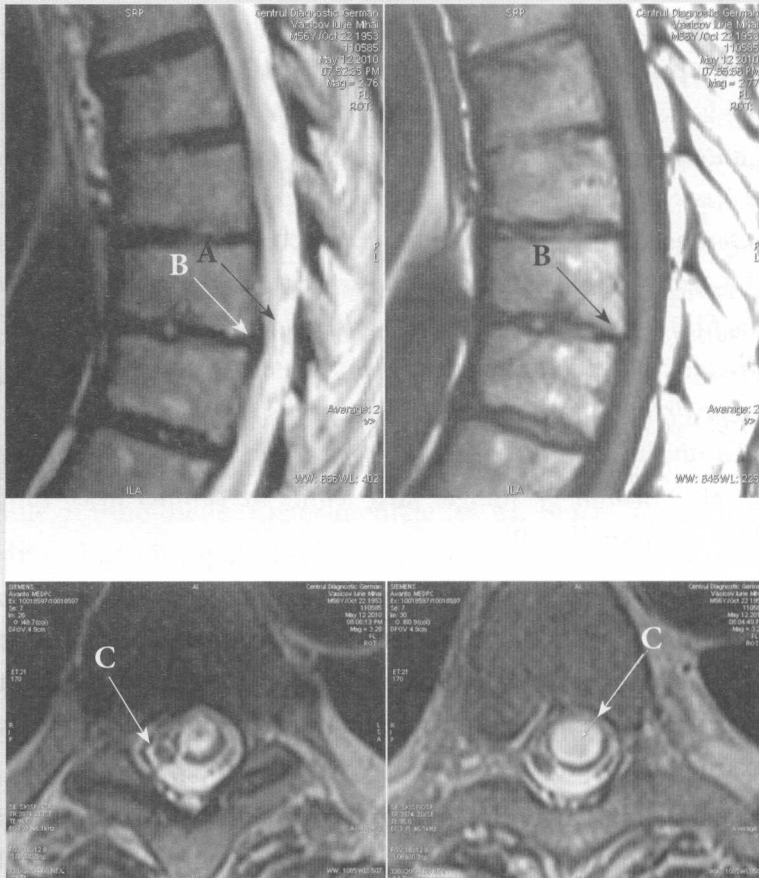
IRM cervico-toracală: A - Cavități siringomielice septate în treimea superioară toracică a cordonului medular cu neregularități de contur; B - Protruzia anulară Th9-Th10, C - Hipointensitate neregulată în jurul măduvei spinării sugestivă pentru osificarea arahnoidăi.
